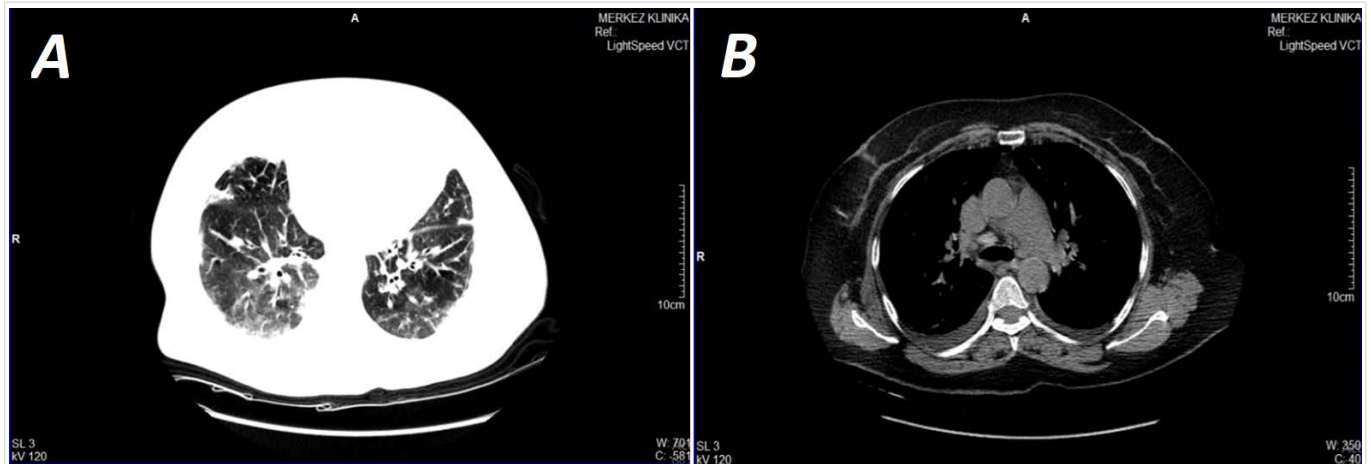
Lung CT Scan. A. Bilateral frosted glass-like inflammatory lesions predominantly towards the bases of both lungs are clearly seen. B. slight right pleural effusion is visible.
